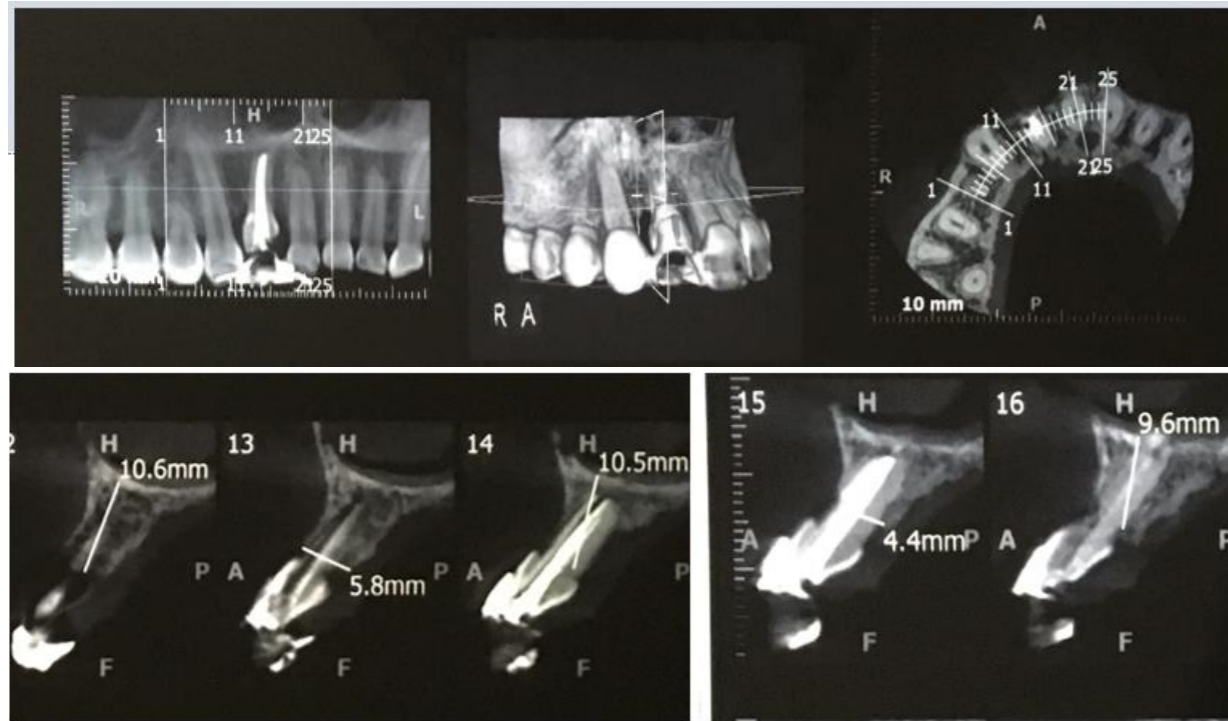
Tomografía Axial Computarizada.
